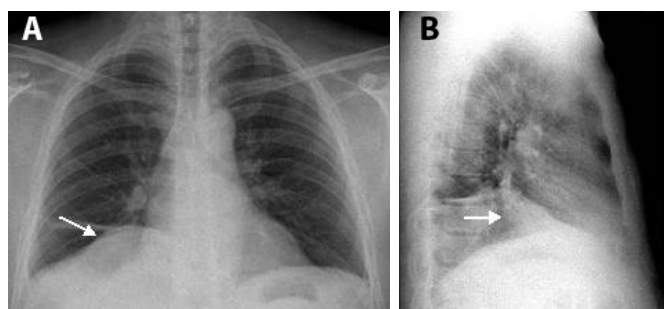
(A) Radiografia de tórax em PA evidenciando massa homogênea, de limites bem definidos no seio cardiofrênico direito, com a margem cardíaca direita nitidamente visível e com atelectasia laminar adjacente a ela. (B) Radiografia de tórax em perfil mostra a localização predominantemente posterior da massa.
